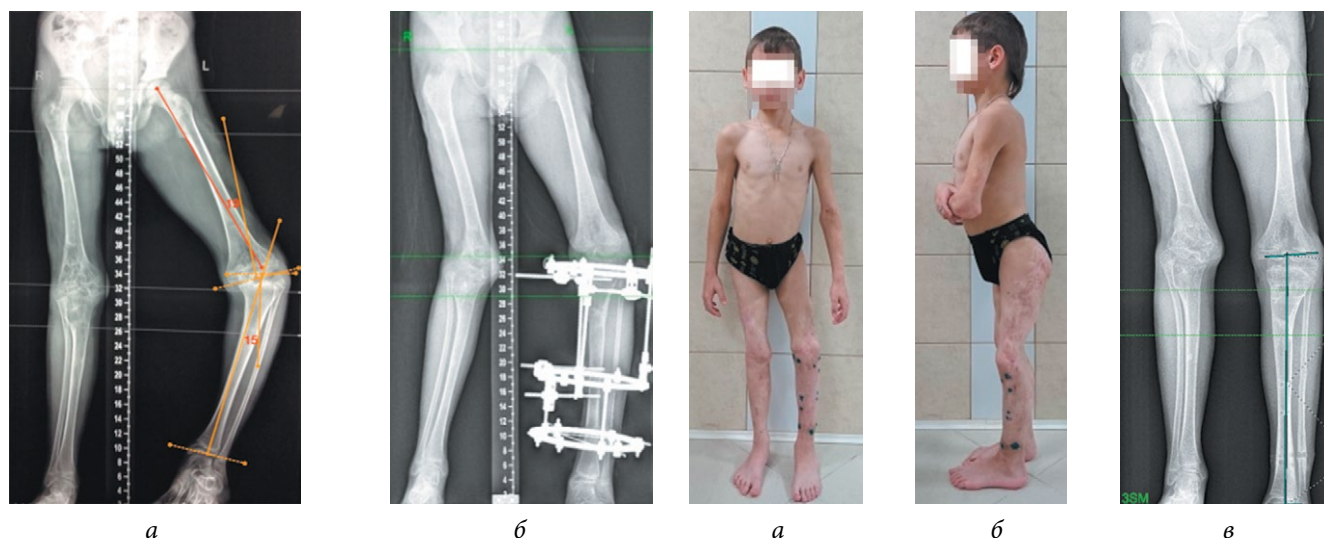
Рентгенограммы нижних конечностей паци- нта К. до (а) и во время (б) коррекции деформации левой нижней конечности
